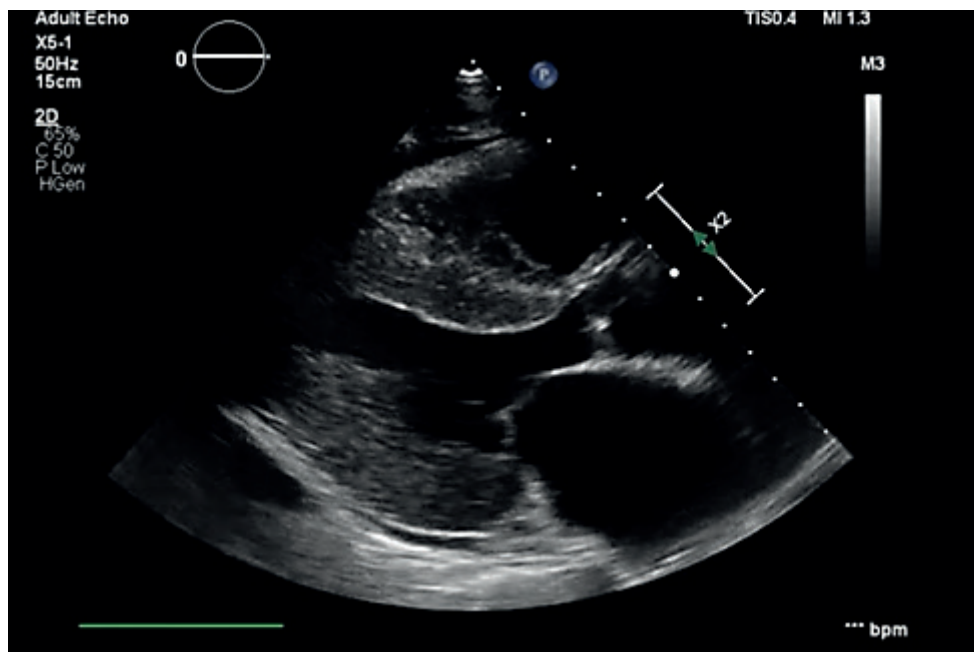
Эхокардиография. Парастернальная проекция длинной оси левого желудочка.
